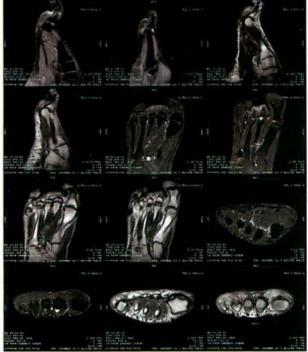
Imagen en RMN del Neuroma de Morton.
